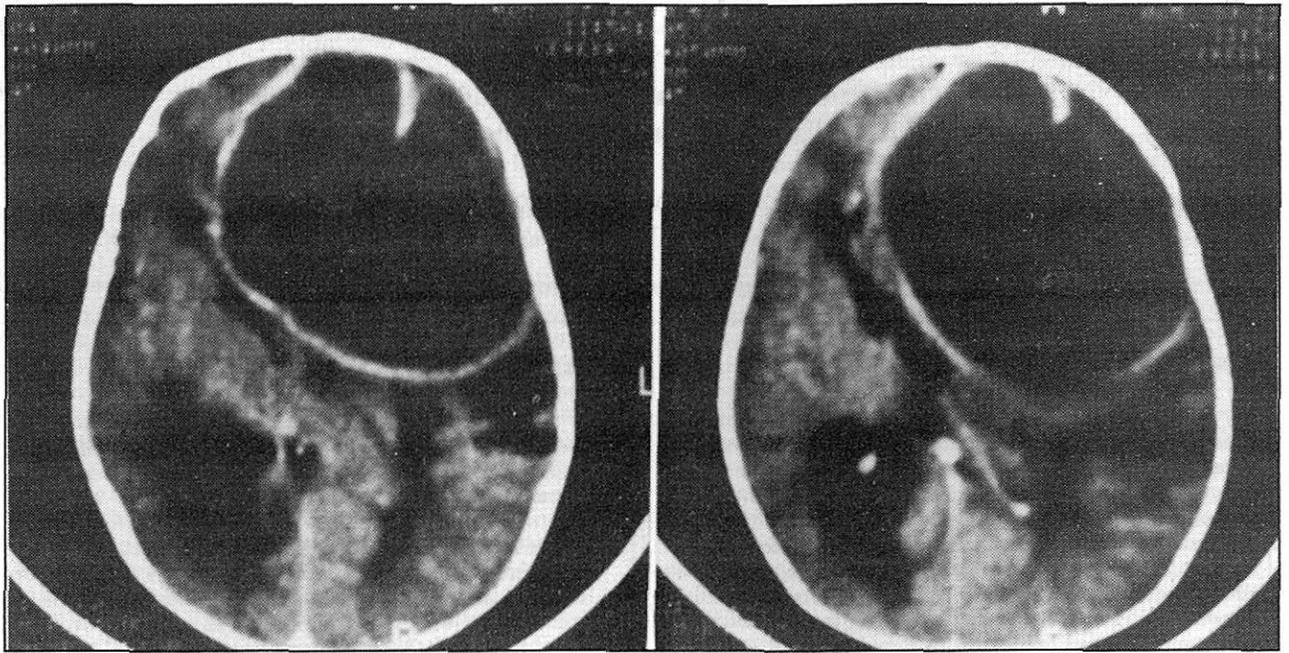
Tomografía axial computada de cerebro al ingreso, con absceso fronto-parieto-temporal izquierdo con edema perilesional.
